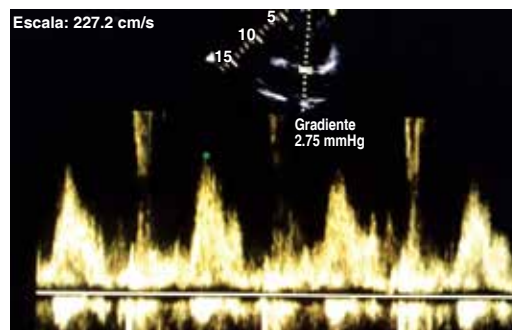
Espectro Doppler pulsado obtenido en una ventana apical con vista de cuatro cámaras con el cursor posicionado a nivel del orificio de la membrana que divide la cavidad auricular izquierda; el gradiente determinado fue de 2.75 mmHg considerando un lesión no obstructiva (no restrictiva) apoyando lo observado en modo bidimensional de un orificio amplio (13.0 mm). Con esto podemos establecer el diagnóstico de un *Cor triatriatum sinister* tipo membrana, de orificio amplio, de patrón no restrictivo asociado a una comunicación interauricular variedad *ostium secundum* o en la clasificación que se propone en esta revisión: cardiopatía congénita acianógena de flujo pulmonar elevado tipo *Cor triatriatum sinister*, Morfología 1, Grupo C, Variante b, Tipo II, de Clase NO.
